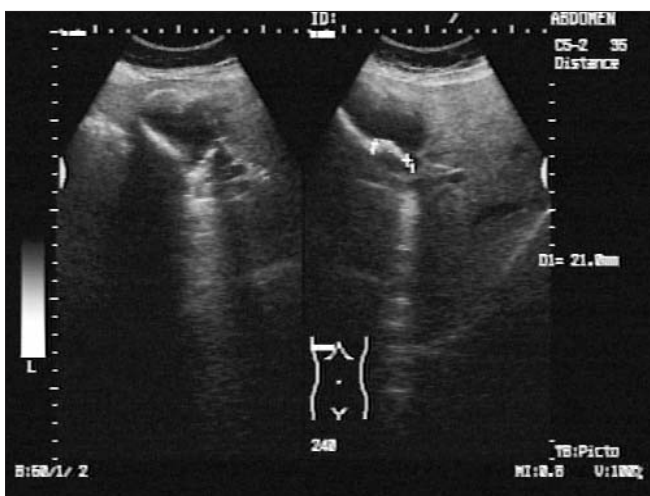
Ecografie abdominală - contur hiperecogen al veziculei biliare cu un con de umbră posterior (obs. 2)
